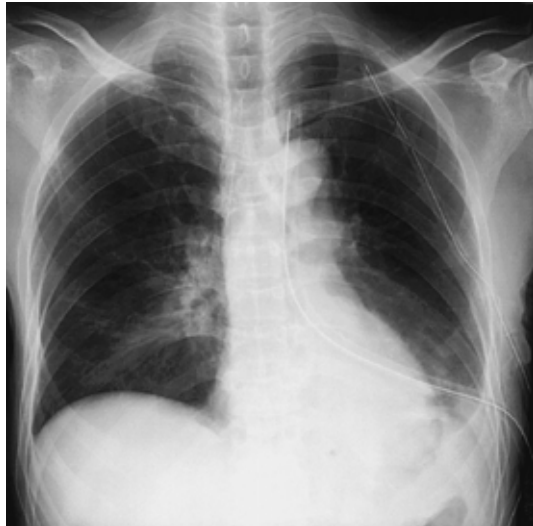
Chest X-ray film on the 2nd postoperative day showing a pneumonia shadow in the right lower lung field.
